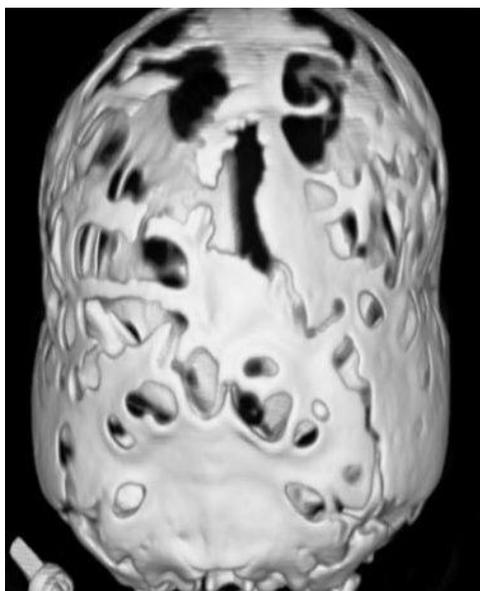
КТ черепа ребенка X. с синдромом Пфайффера 2-го типа: бикоронарный и биламбдовидный синостозы, формирование черепа в виде листа клевера, уплощение черепа в передне-заднем направлении и уменьшение большого затылочного отверстия
